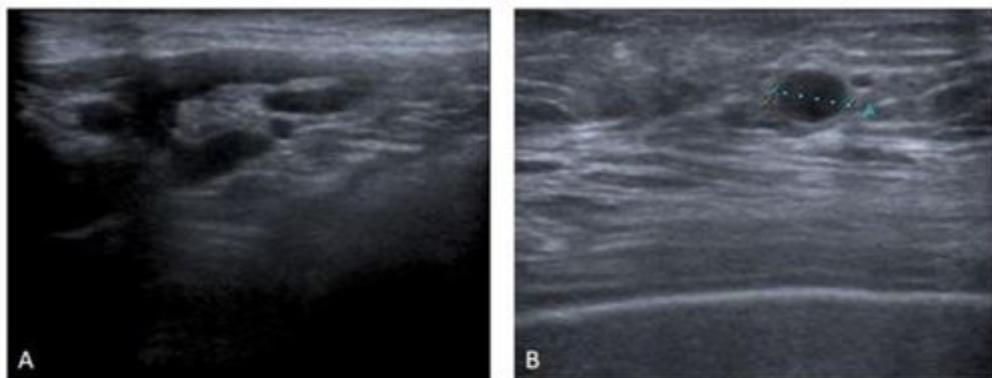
A. Ecografía axilar tras vacuna Pfizer-BioNTech donde se evidencia ganglio linfático reactivo de 2,9 cm con hilio graso. B. Ecografía axilar donde se identifica ganglio de 9 mm sin hilio graso, sugestivo de malignidad.
